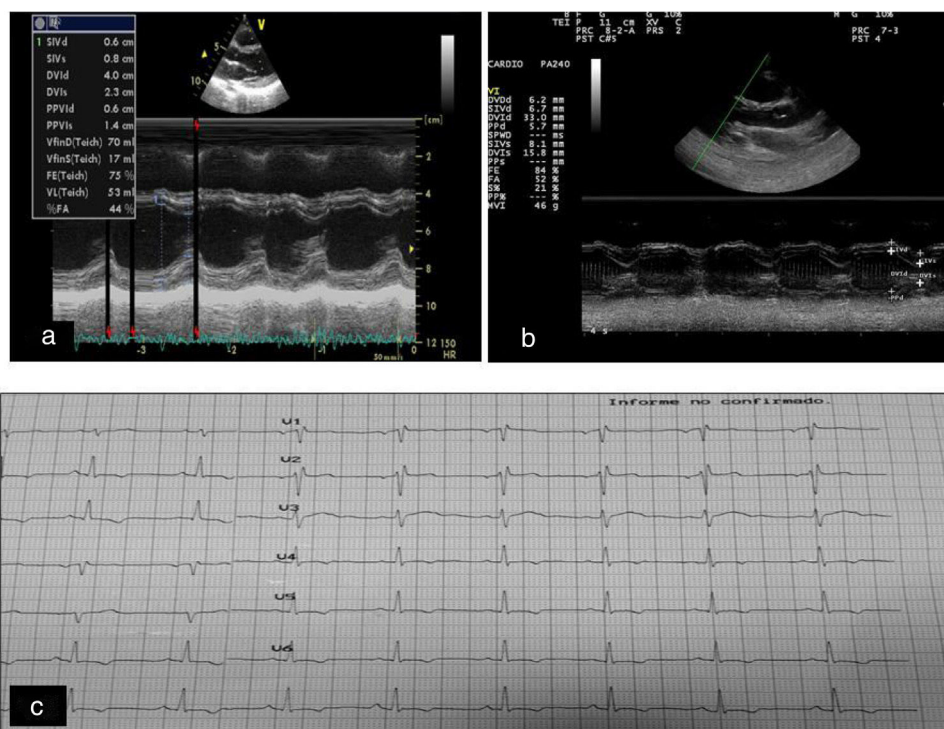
a) Ecocardiografía basal. b) Ecocardiografía un año después del tratamiento con rhIGF-1: discreta reducción del septum interventricular y del diámetro diastólico del ventrículo izquierdo (DdVI). c) Cambios en la repolarización manifestados por cambios en las ondas T sin ondas q patológicas.
